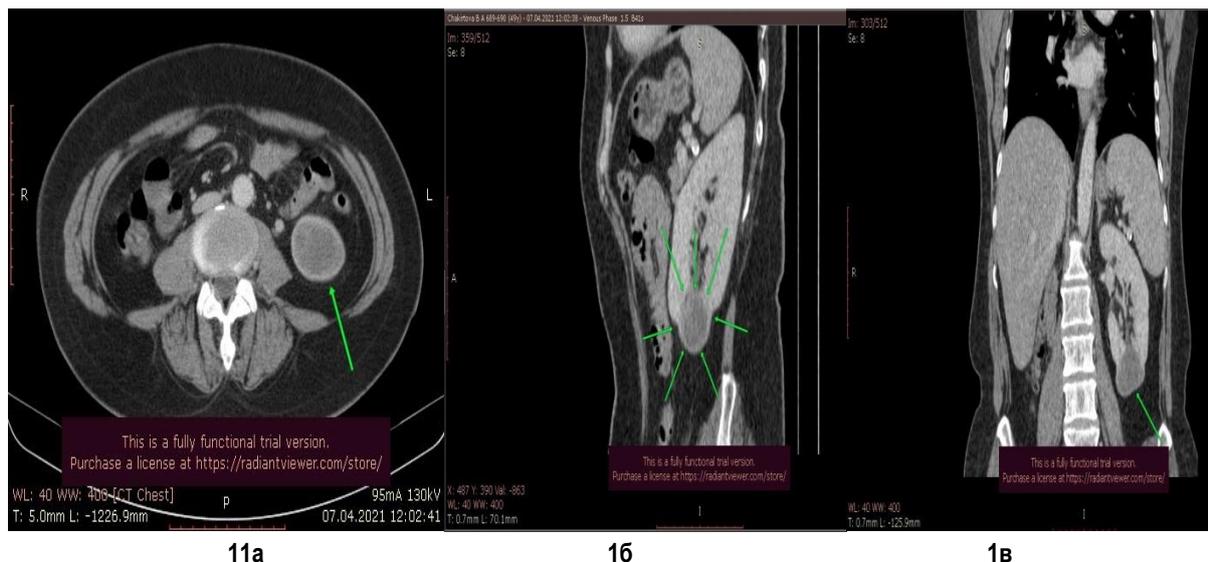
(а,б,в). Результаты КТ почек с признаками объёмного образования левой почки.
